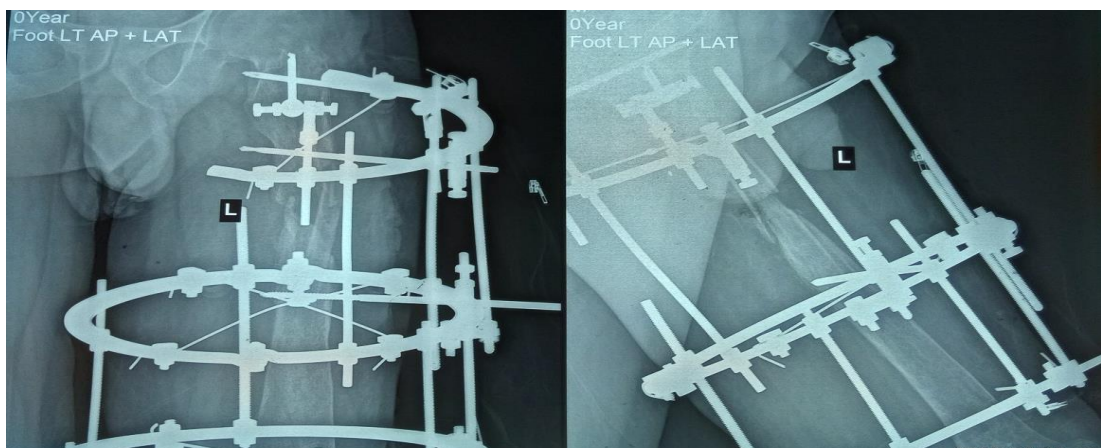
Рентгенография бедренной кости больного Ш. после второго этапа операции
